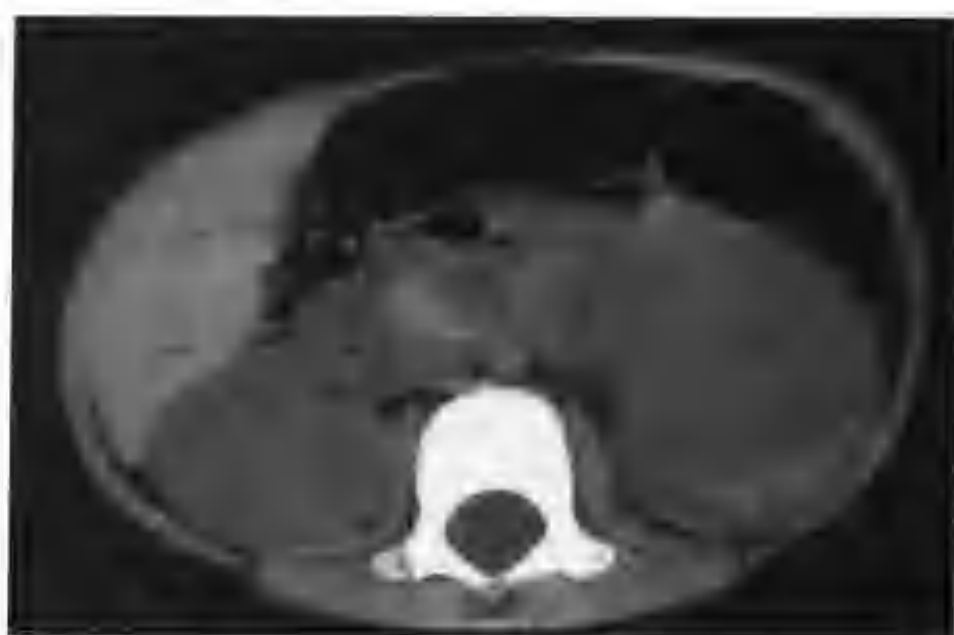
双肾多发透明细胞癌 (CT 平扫示双肾肾癌, 密度较肾实质略高)
